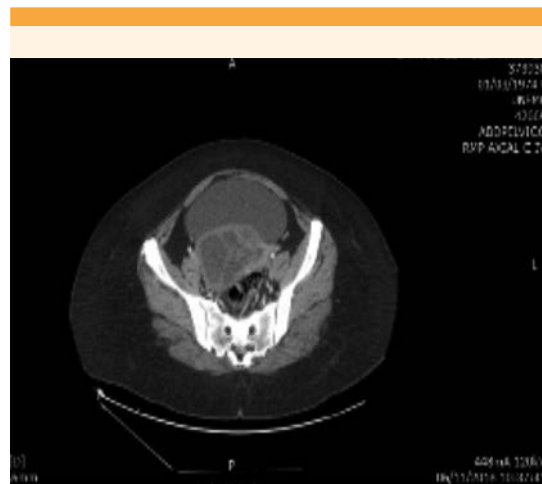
TAC, corte transversal donde se observa una tumoración pélvica, sin componente sólido, de apariencia multiquistica.
